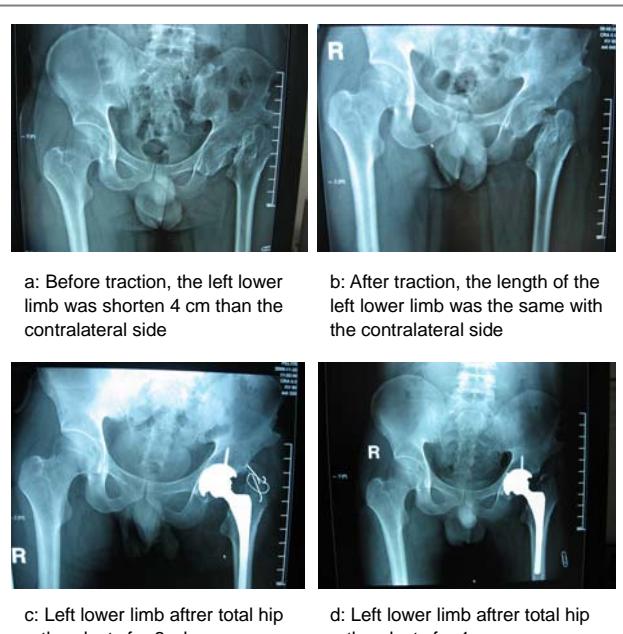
X-ray film of the typical case before and after replacement
